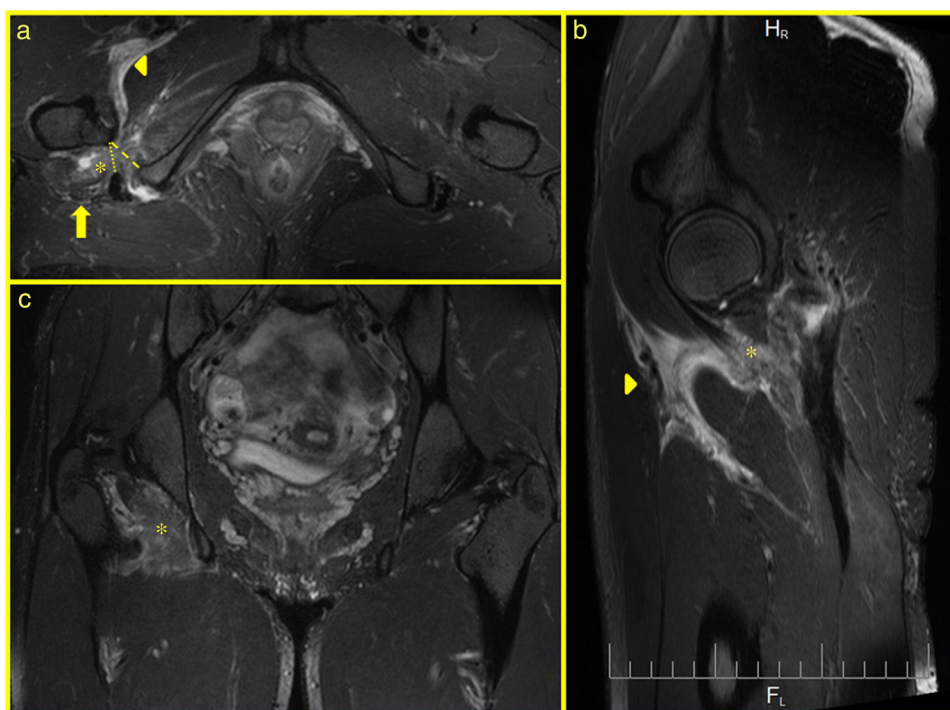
Imágenes de RM en planos axial (a), sagital (b) y coronal (c), mostrando: Cambios en el espacio isquiofemoral con edema del músculo cuadrado femoral en (a, b, y c) (asterisco). Incremento de señal perifascial entre musculatura flexora y aductora en (a y b) (punta de flecha). Incremento de señal perineural en nervio ciático en a (flecha). IFS (líneas) 18,3 mm y QFS (puntos) 12,6 mm. La medición del lado contralateral no afecto fue de IFS 19,4 mm y QFS 14,1 mm.
